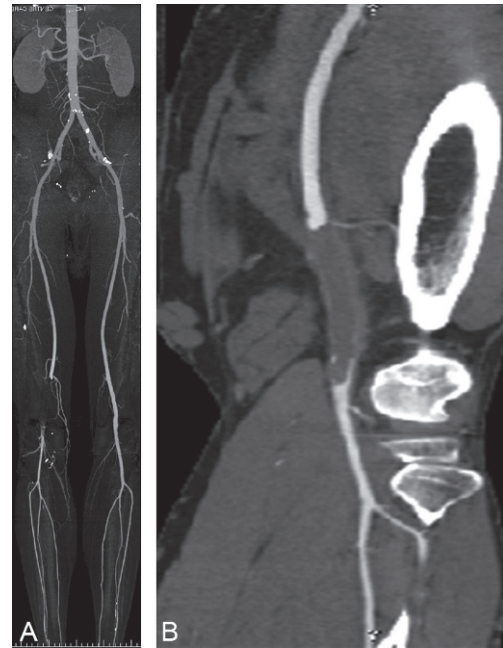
Angio-TDM de l'aorte et des artères des membres inférieurs dans le bilan préthérapeutique d'une ischémie aiguë du membre inférieur droit. Embole de l'artère poplitée bien visualisé en mode MIP (A) et en MPR (B).
